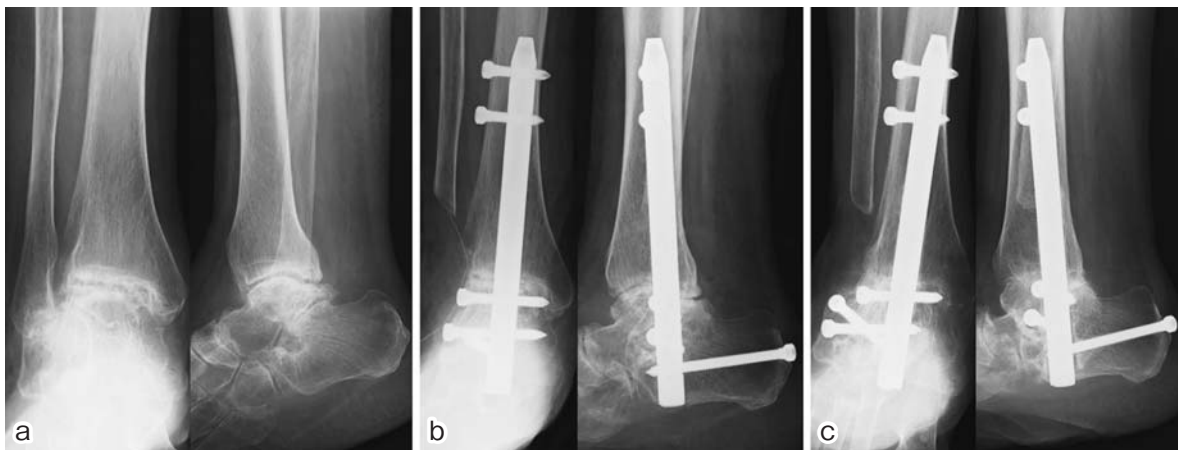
症例2 70歳, 女性. 術前, 術後の単純X線像
